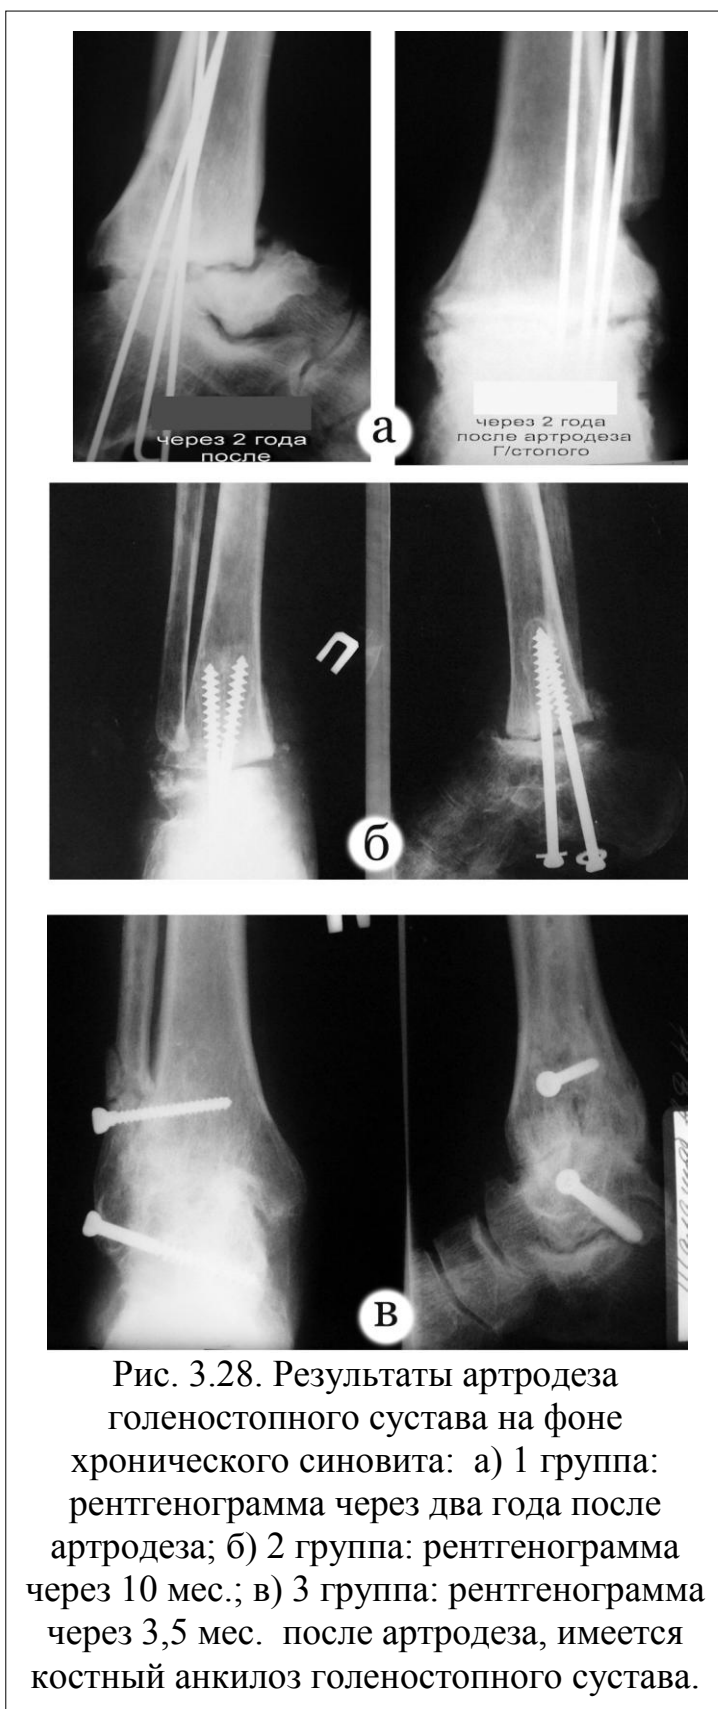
Результаты артродеза голеностопного сустава на фоне хронического синовита: а) 1 группа: рентгенограмма через два года после артродеза; б) 2 группа: рентгенограмма через 10 мес.; в) 3 группа: рентгенограмма через 3,5 мес. после артродеза, имеется костный анкилоз голеностопного сустава.
